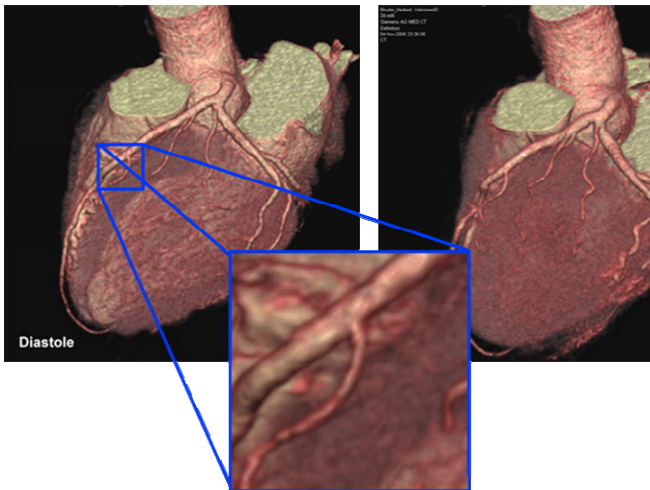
CT-Koronarangiographie mit dem Dual-Source-System SOMATOM Definition. Bei effektiven Scanzeiten von 83 ms und weniger werden auch in schwierigen Situationen hervorragende Ergebnisse erzielt.
